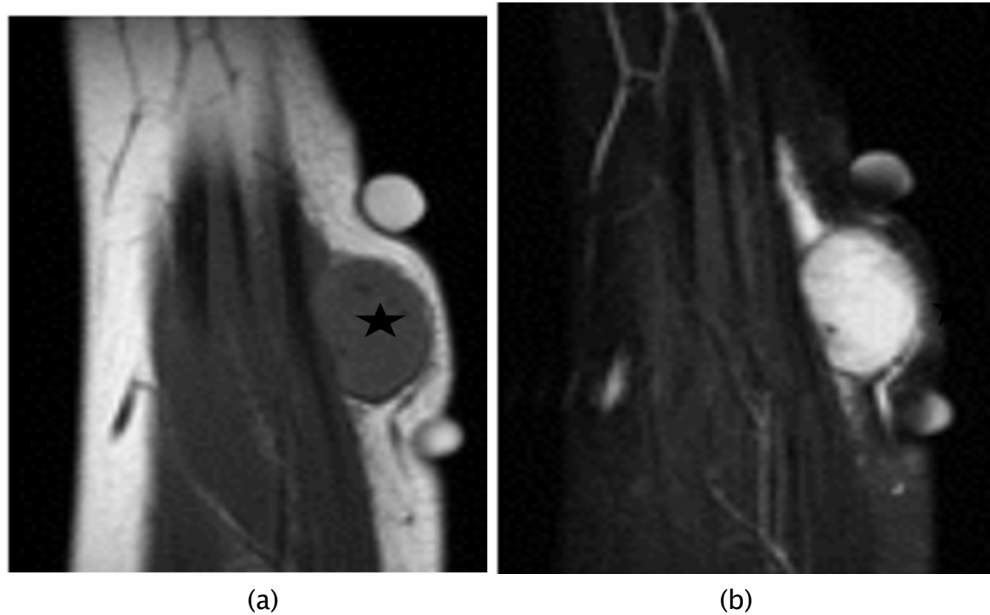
Fasciite nodulaire chez une fillette de 11 ans au niveau de l'avant-bras (étoile). (a) IRM sagittale pondérée T1 montre une masse sous-cutanée du fascia bien définie, qui est légèrement hyperintense par rapport au muscle adjacent. (b) IRM à pondération T1 avec suppression des graisses sagittales, augmentée de gadolinium, révèle une augmentation diffuse de la masse. (45)
